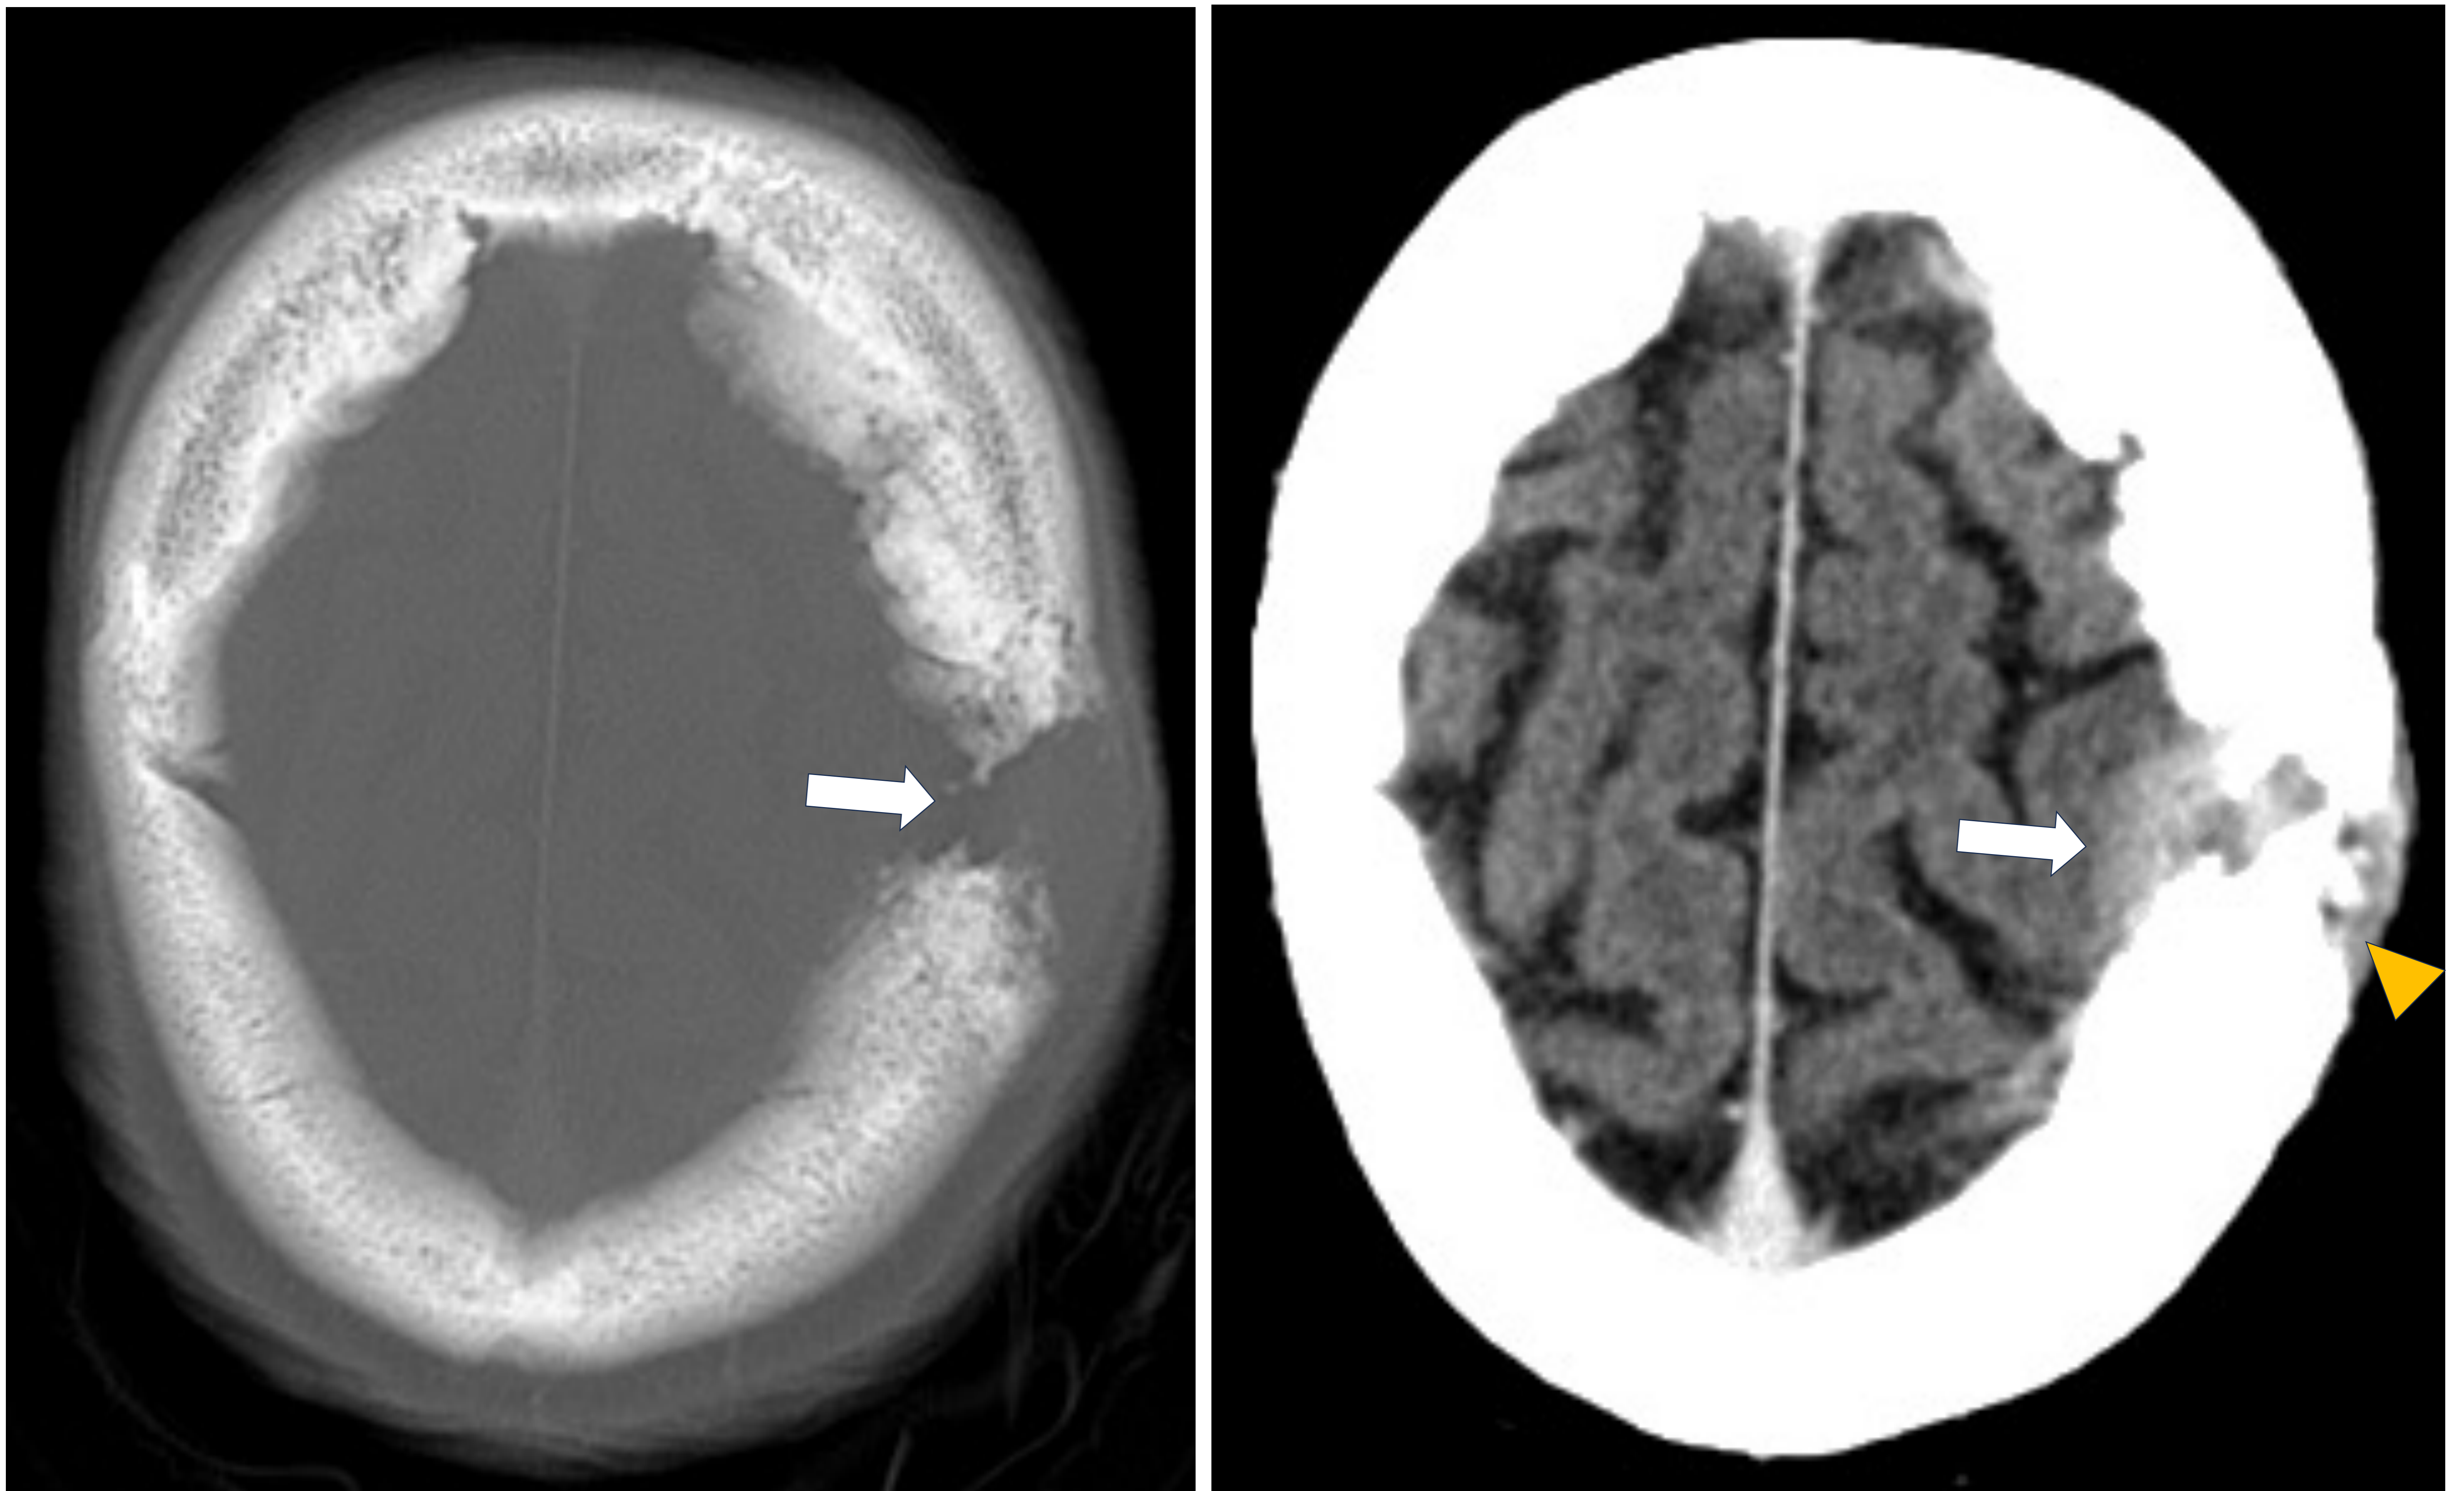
TC axial de cráneo.
